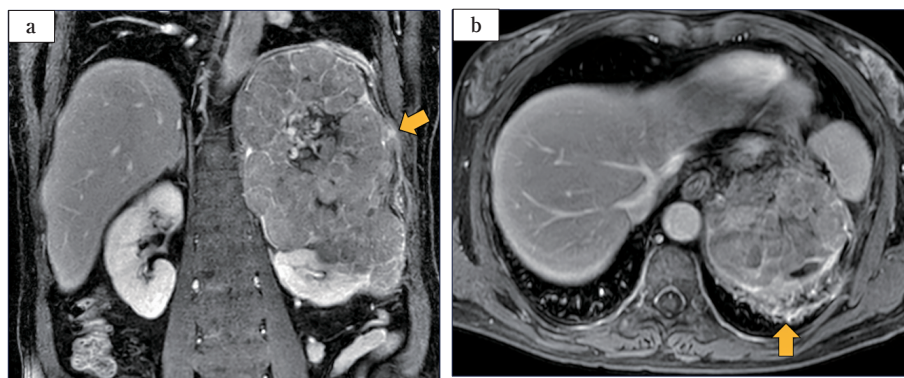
Contrast-enhanced MRI revealed an irregular mass originating from the left adrenal gland, with suspected invasion into the left kidney, abdominal wall (a), and diaphragm (b). The mass exhibited internal necrosis and hemorrhage.
